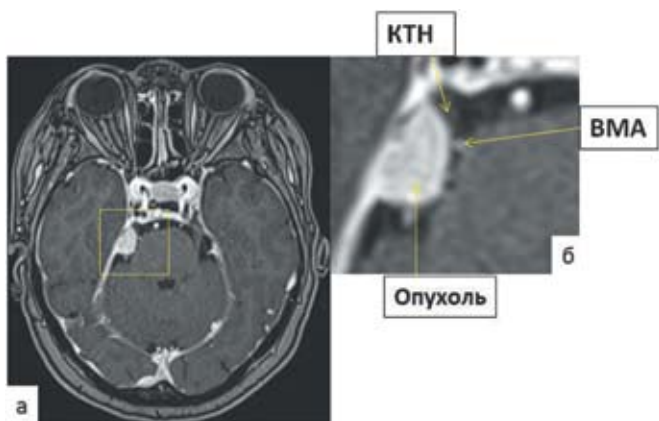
МРТ до операции пациентки А., 58 лет. Менингиома вершунки правой пирамиды височной кости размерами 26x7x16мм.
